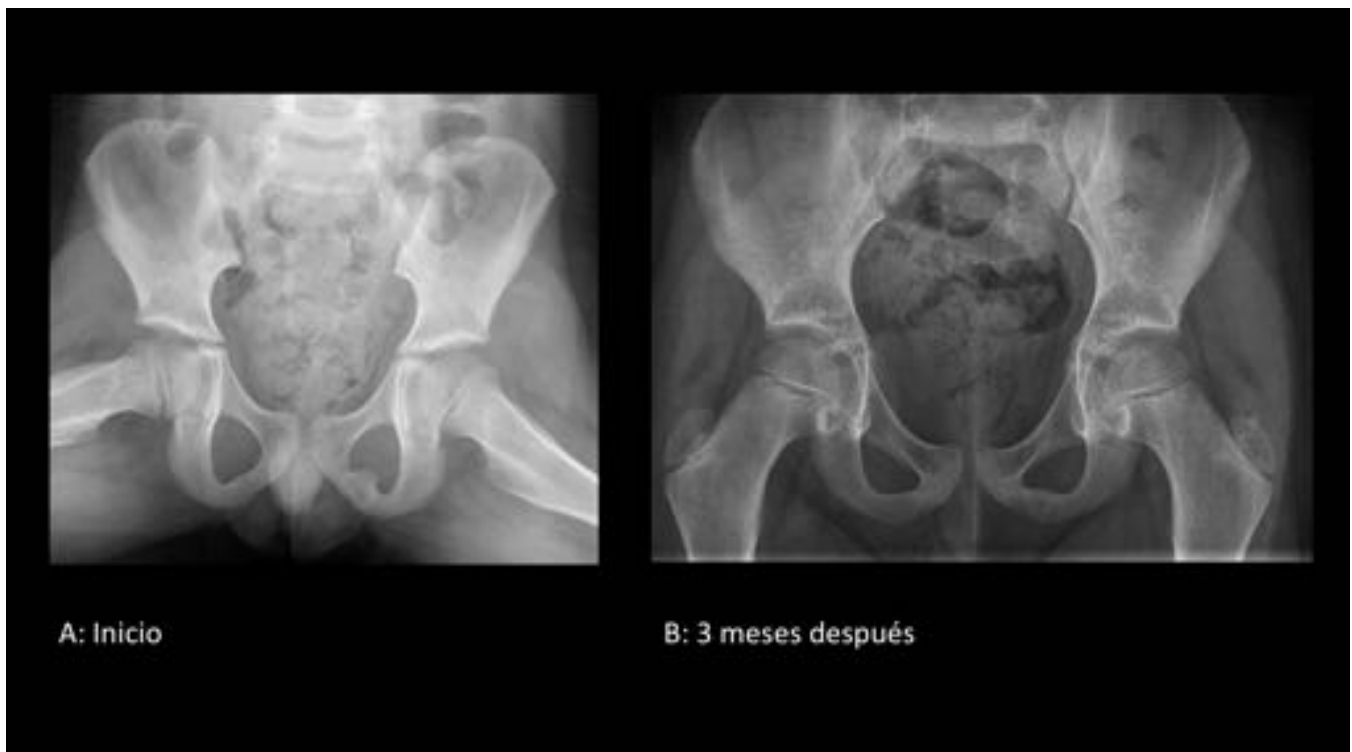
Osteocondrosis isquiopubiana. Mismo niño de figura 15. A. Rx de pelvis al inicio del cuadro con imagen descrita en TC y RM de imagen 12 . B. Rx 3 meses después con llamativa mejoría radiológica.
